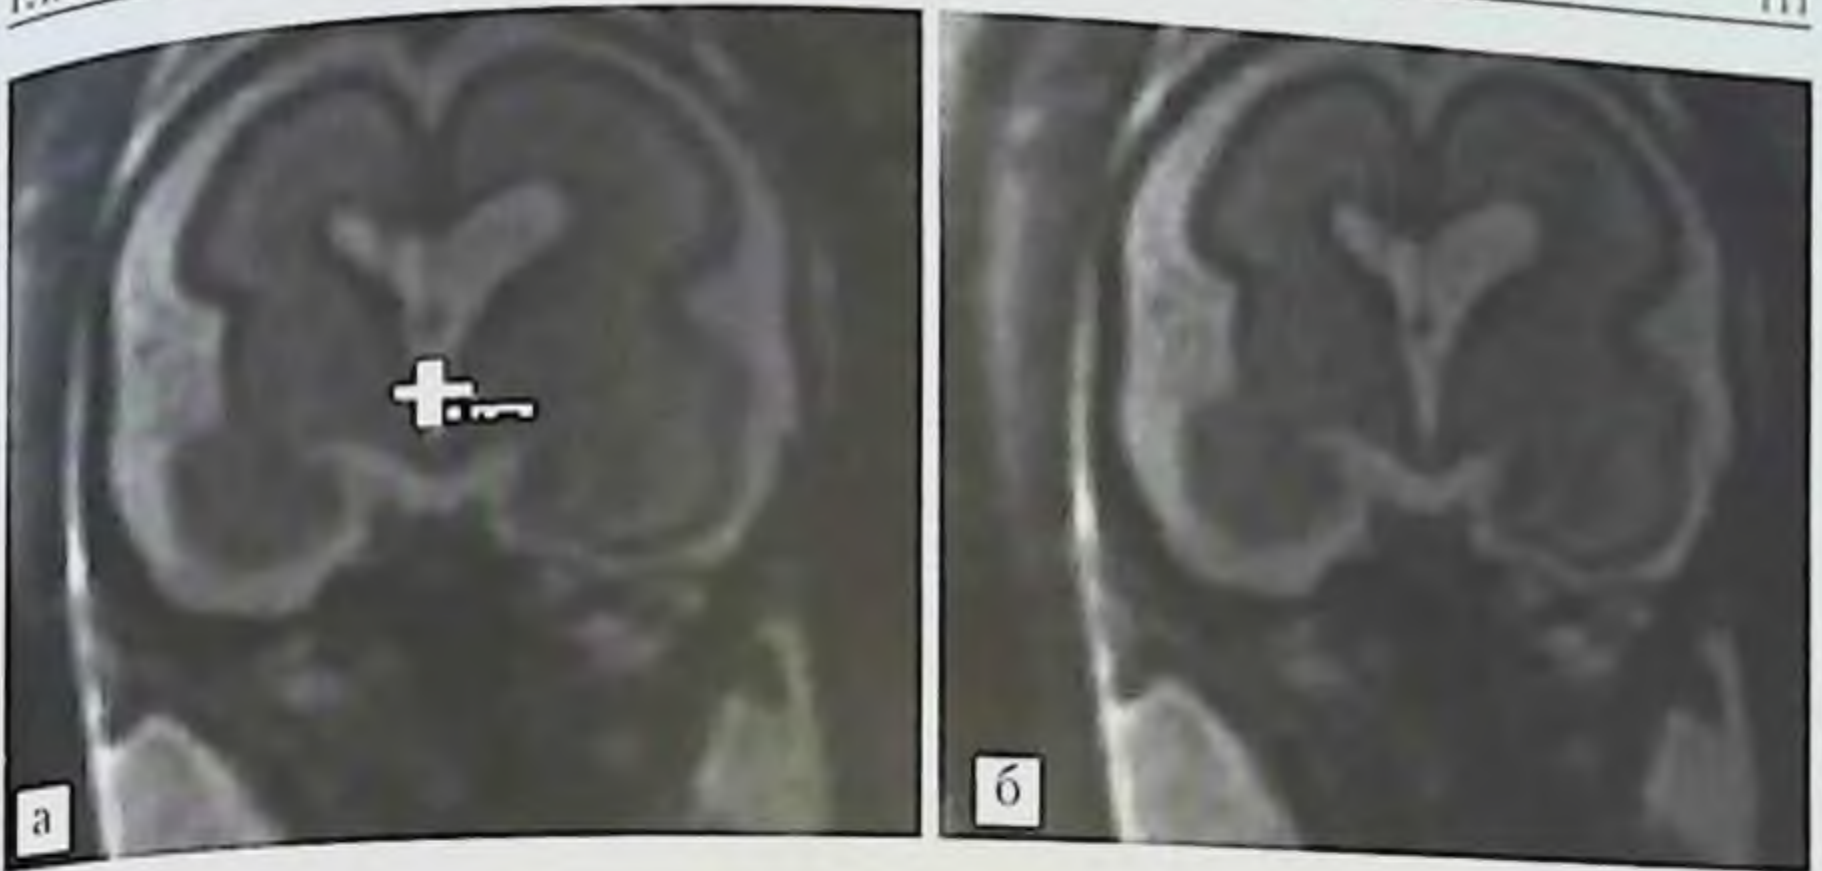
МРТ плода. Измерение диаметра III желудочка. Срез в коронарной плоскости. Срок гестации 24 нед. Ширина III желудочка 2 мм.
